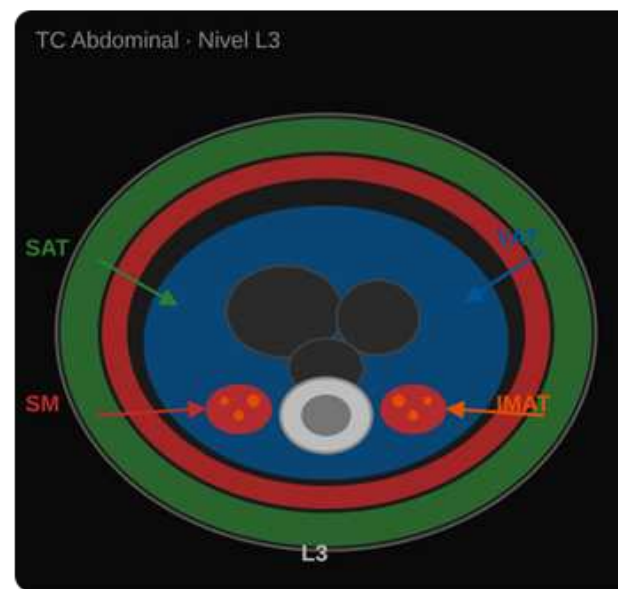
Imagen ilustrativa de la segmentación tisular a nivel L3 por TC
